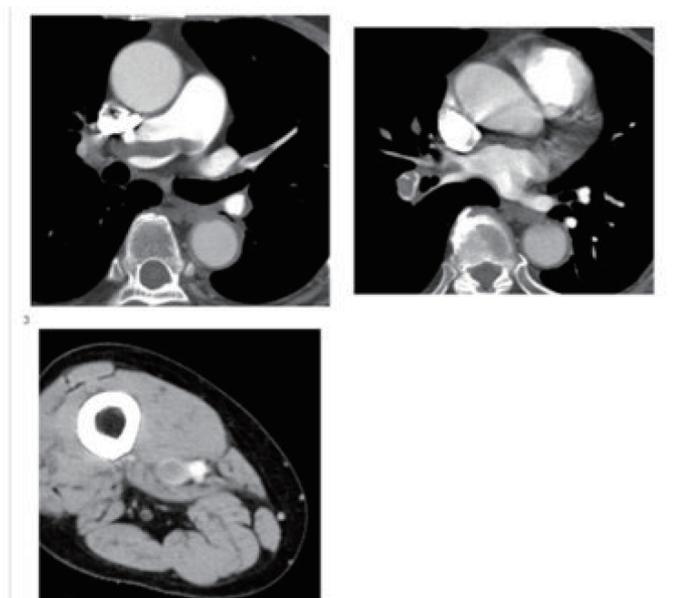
第 2 病日の造影 CT. 上段左右には肺動脈塞栓, 下段は右大腿静脈の血栓が造影剤に入らない領域として写っている.
